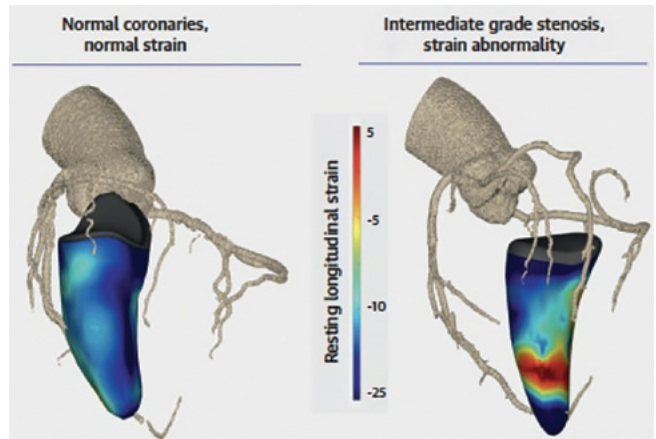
Imágenes de fusión de arterias coronarias derivadas de angiografía por tomografía computarizada (CT) con Strain longitudinal pico derivado de 3DE, codificadas por colores en la superficie endocárdica del ventrículo izquierdo en telesístole. Ejemplos obtenidos en 2 pacientes: (Izquierda) arterias coronarias normales, con patrón de Strain relativamente uniforme, y (Derecha) estenosis de grado intermedio en la arteria coronaria circunfleja distal, resultando en anomalía del Strain en la pared lateral.
